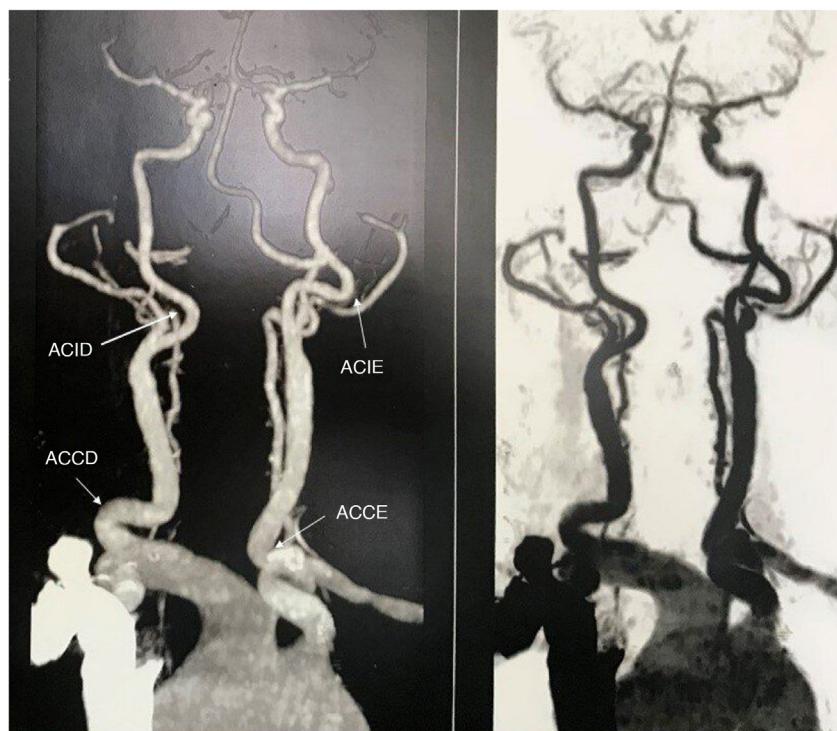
Angiotomografia mostra *kinking* bilateral da artéria carótida comum e interna junto com arco aórtico bovino. As setas indicam os locais de *kinking* em diferentes artérias.
